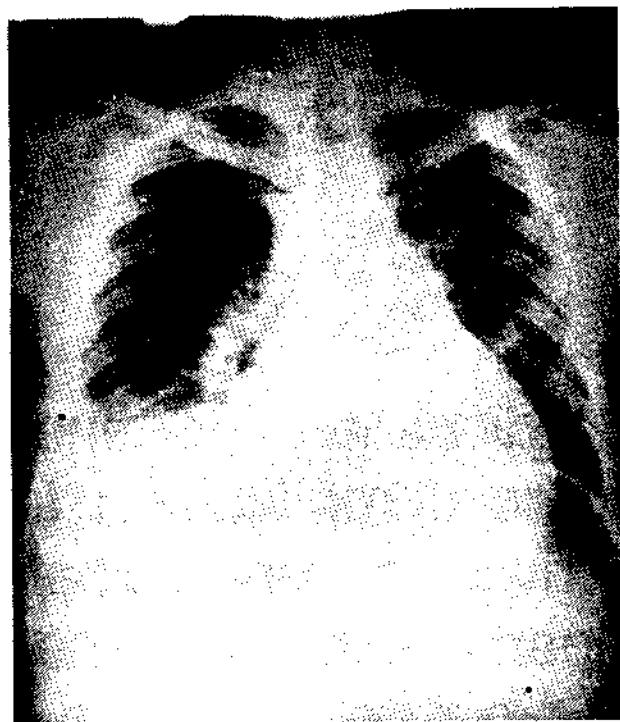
Telerradiografía de tórax. Véase la explicación en el texto.
